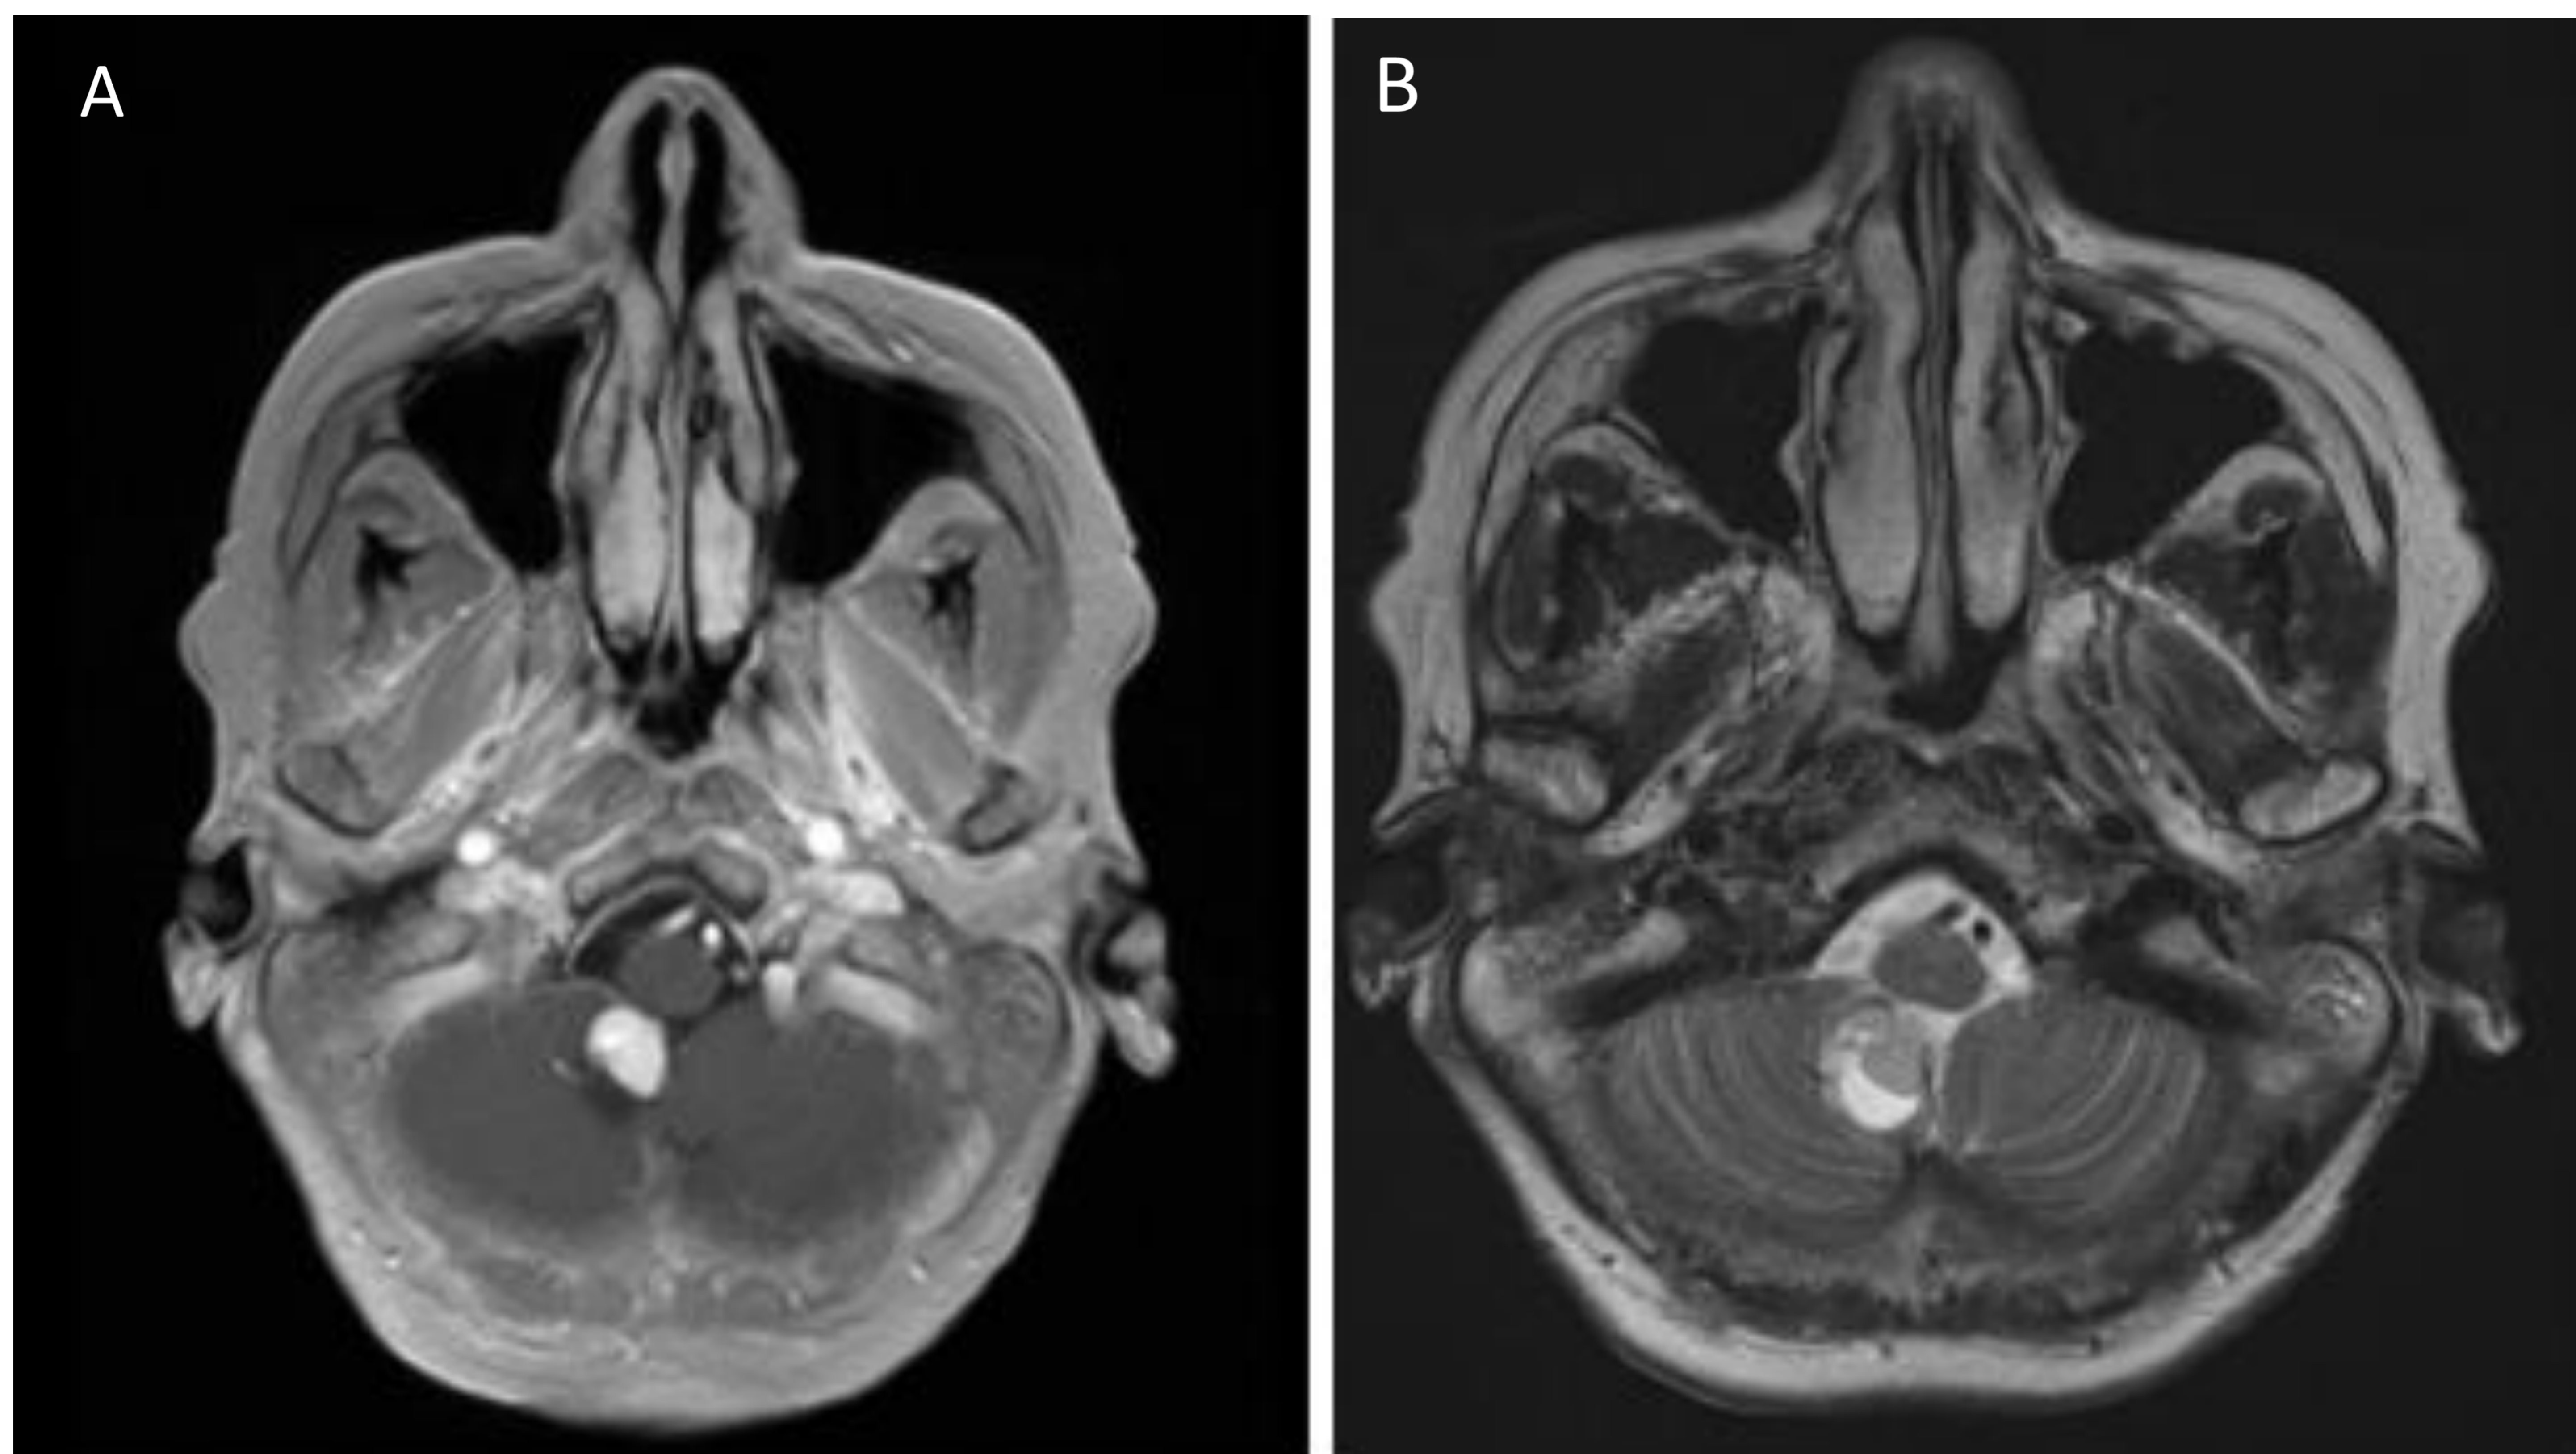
(continuación), Imágenes A-B: RM cerebral, secuencias T2 y T1+ G. Lesión expansiva localizada en región medial de hemisferio cerebeloso derecho, de aspecto mixto (quística y componente sólido anterior) con hiperintensidad del componente sólido en T2 (A) e intenso realce del componente sólido en secuencia T1+G (B), sin realce de la pared del quiste; compatible con Hemangioblastoma. Se consideró enfermedad de Von Hippel Lindau como primer diagnóstico por los hallazgos descritos.
